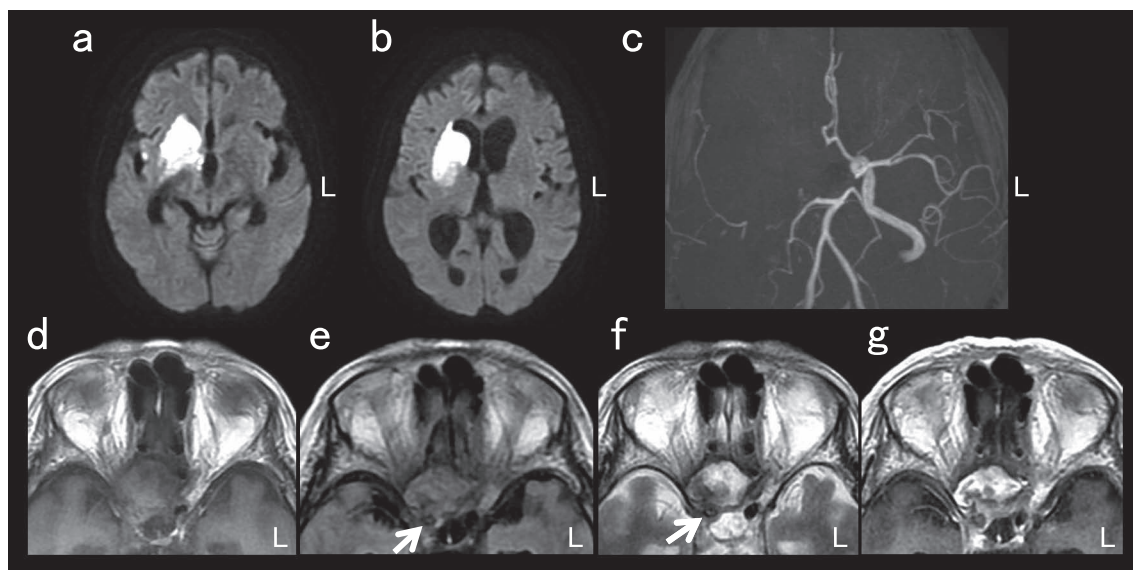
Brain MRI and MRA obtained 5 days after admission.
